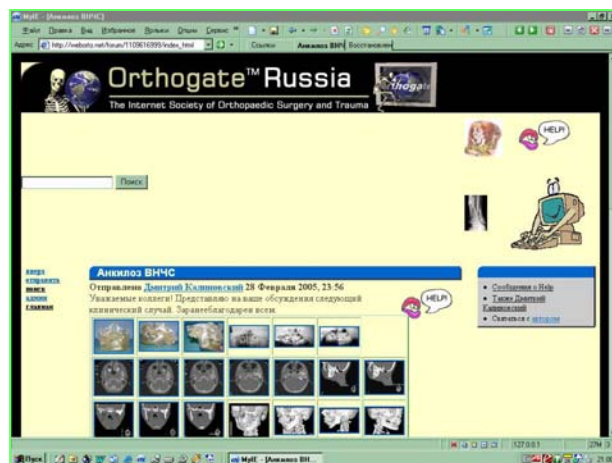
Окно страницы специализированного врачебного форума WedOrto с размещенным запросом на телеконсультацию (краткий эпикриз, оцифрованные рентгенограммы, кадры СКТ, фото стереолитографической модели пациента В., 13 лет)
